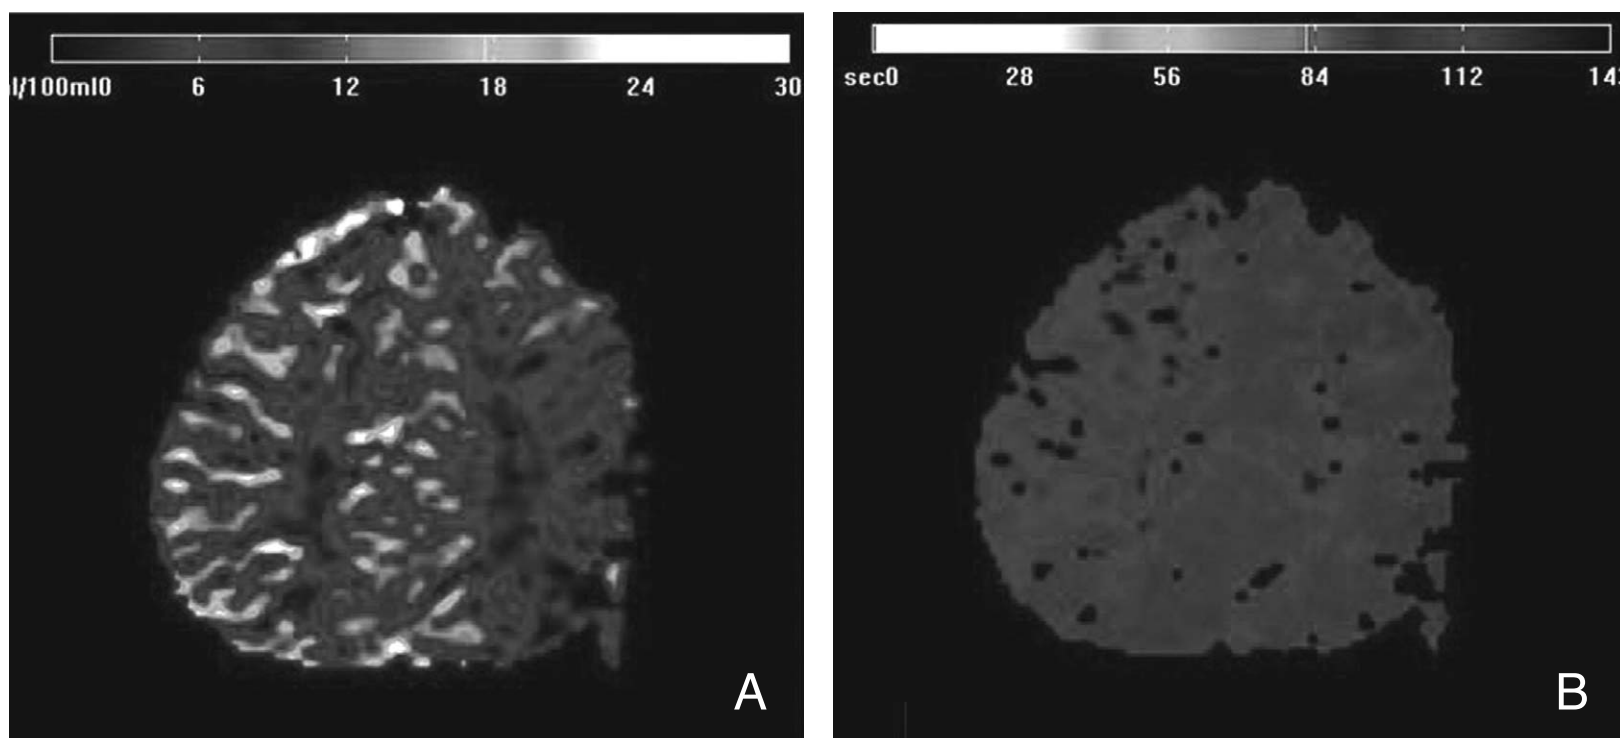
A perfusion MRI demonstrates an increased rCBV (A) and delayed TTP (B) in the right hemisphere.
